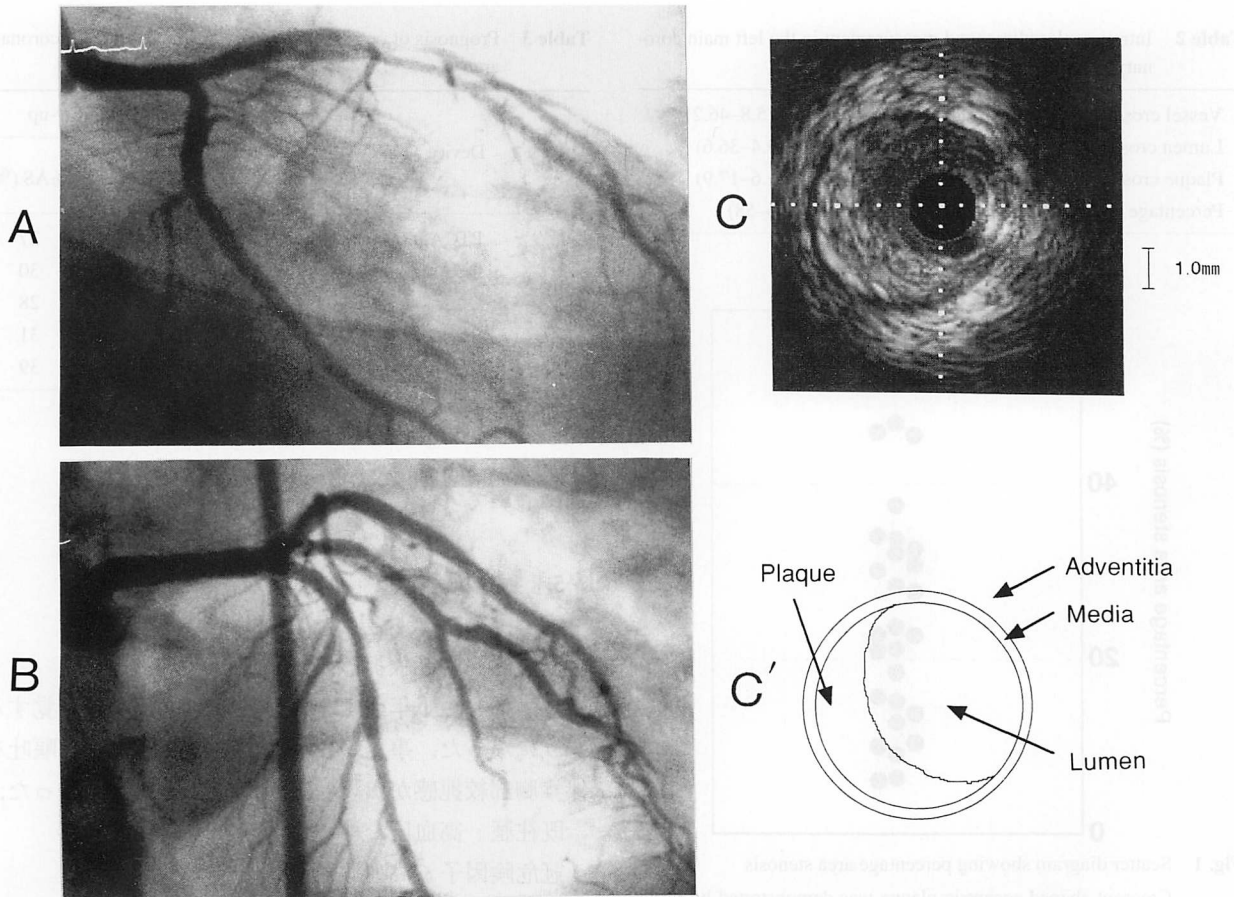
Angiograms showing no stenosis in the left main coronary artery after reperfusion (A, B), intravascular ultrasonogram (C) showing eccentric plaque at 5- to 12-o'clock with percentage area stenosis of 32% (C')
